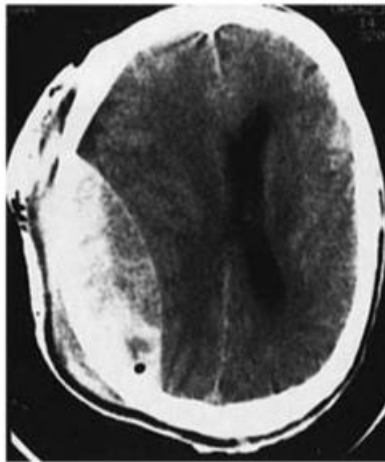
Imagen de TAC hiperdensa a nivel de Área Temporal correspondiente a un HE. Tomada de: Kaye, A.H. (2005). *Essential Neurosurgery*. Blackwell Publishing. UK: Oxford.
